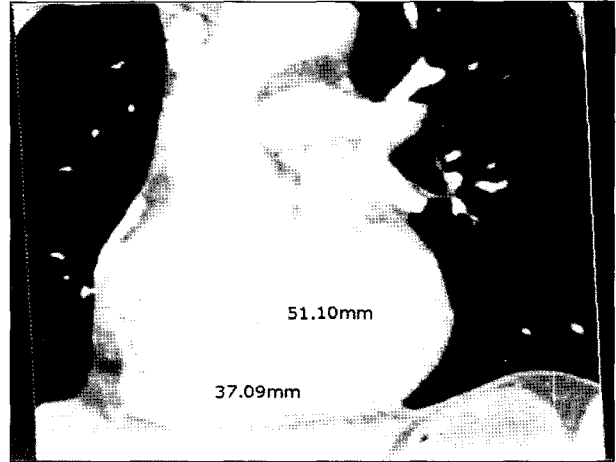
Pseudoaneurysm with 5.1×3.7 cm size arising from non coronary sinus of Valsava was demonstrated, bulging contour to AV groove on 3D CT angiography.
